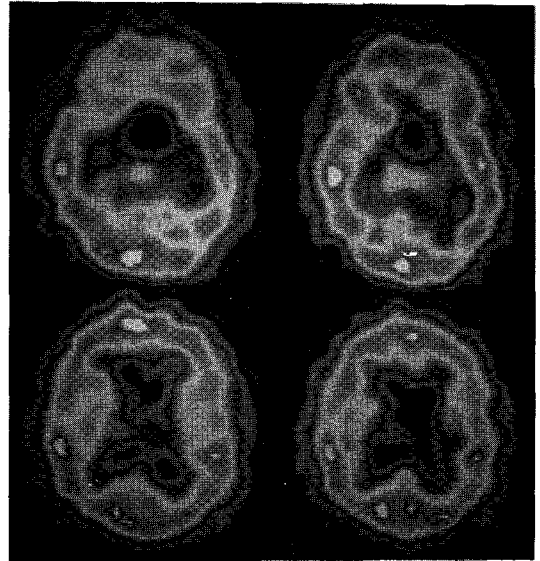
SPECT transverse image in a patient with hydrocephalus (see table 7, M/54). There are multiple areas of decreased perfusion in inferior portions of hemisphere, such as left inferior temporal, temporooccipital and bilateral frontal cortices.
